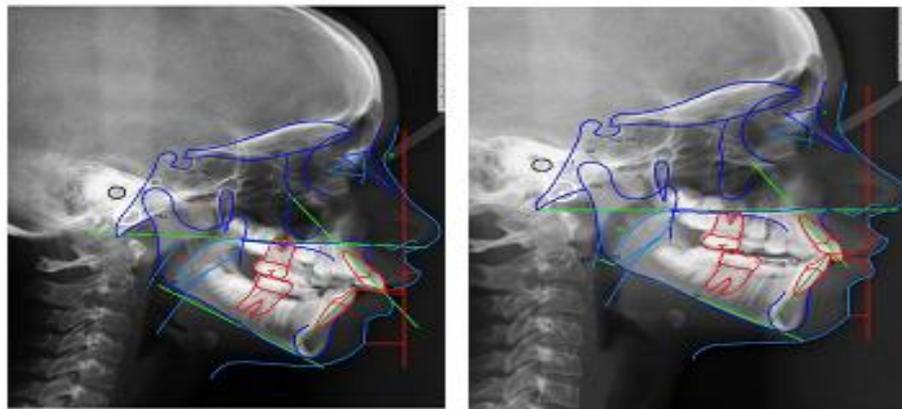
telerradiografial lateral inicial (A), telerradiografial lateral final (B) – comparativo / resultados
